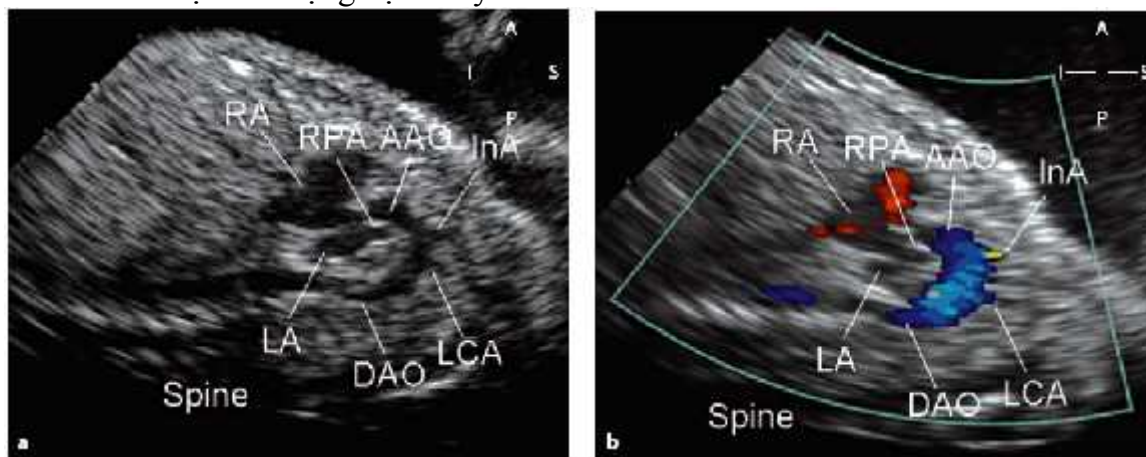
Mặt cắt trục dọc cung ĐMC ở thai 35 tuần bị thất phải 2 đường ra trên 2D (a) và trên doppler màu (b).
